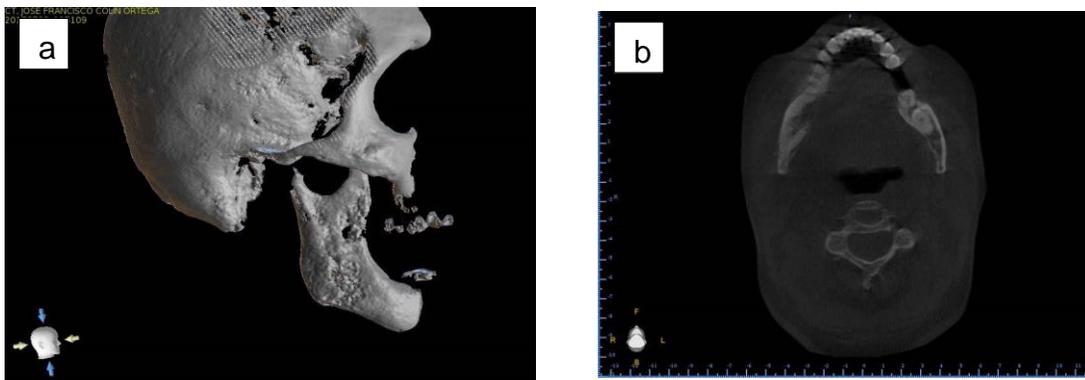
Tomografía computarizada (a) Reconstrucción 3D donde se muestran zonas hipodensas en rama mandibular derecha afectada por osteonecrosis. (b) Corte axial mostrando pérdida de la continuidad y zona hipodensa en la rama mandibular derecha.
